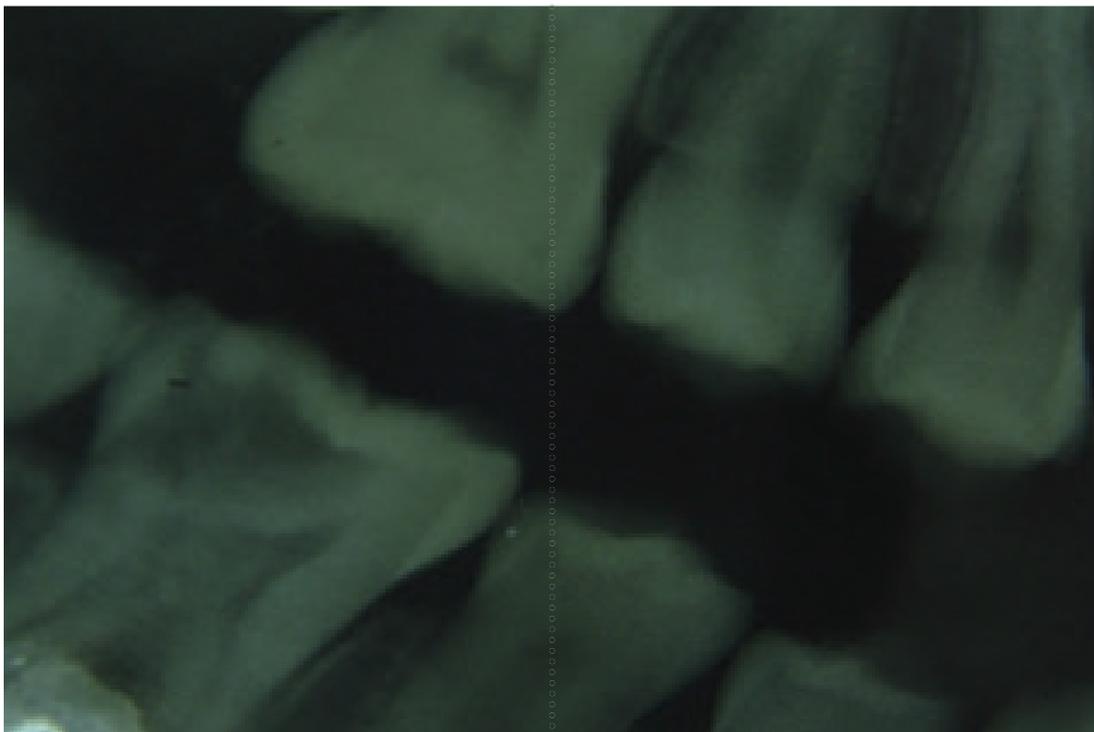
Radiografia interproximal. Notar lesão de cárie no terço interno da dentina do elemento 46.
